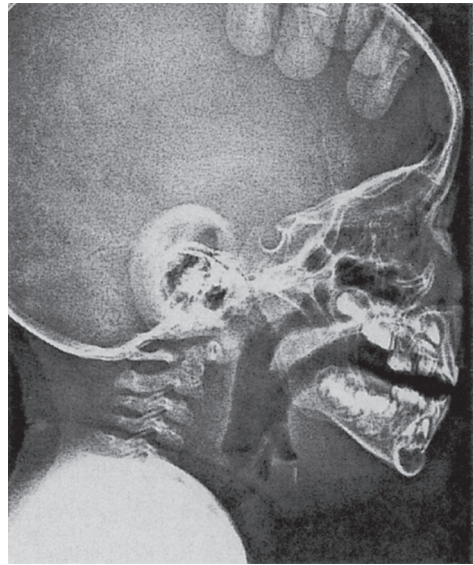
X-ray on the post-treatment. Prevertebral space was decreased thickness.
